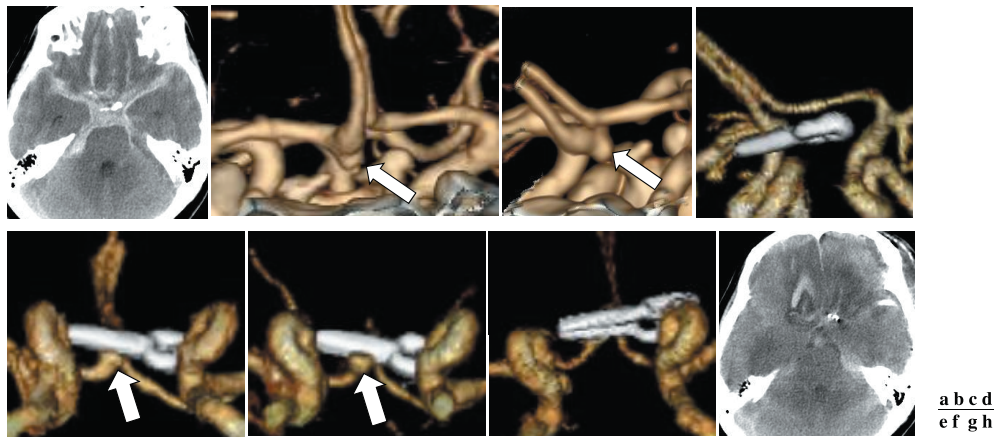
Radiological data of the Anterior communicating (Acom) ruptured aneurysm (Case 1). a-c: Preoperative CT imaging demonstrating SAH and Acom aneurysm (arrow). d, e: Postoperative CT imaging (1 day later) demonstrating small neck remnant (arrow). f, h: Postoperative CT imaging (7 days later) demonstrating rebleeding (h) and growth of neck remnant (f). g: Postoperative CT imaging after the retreatment.
